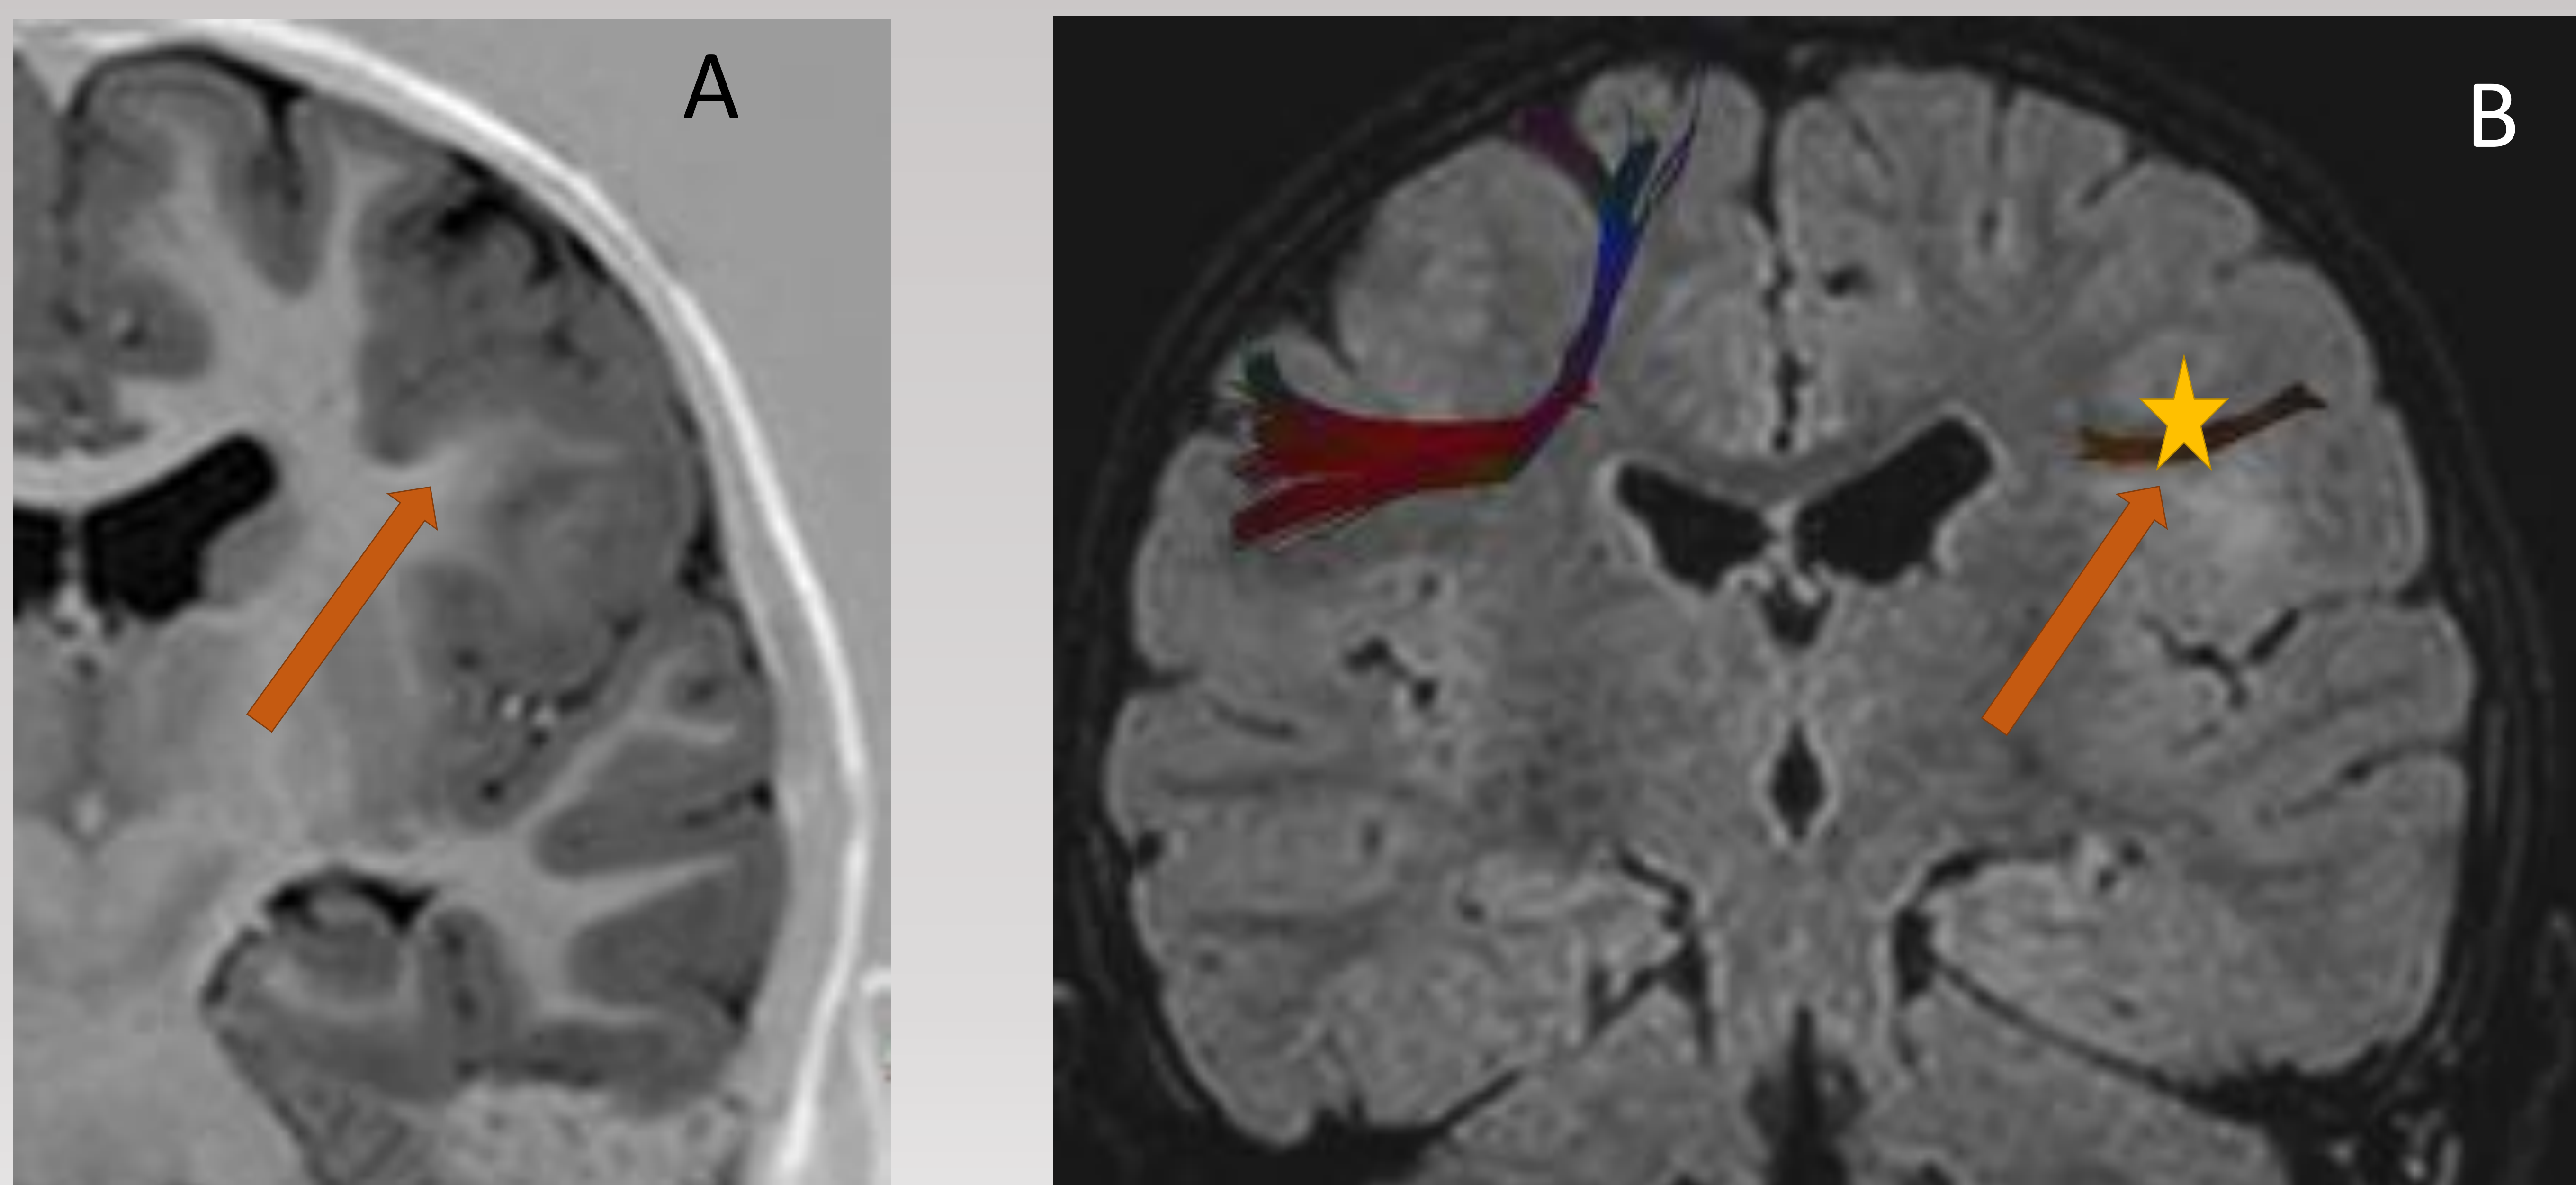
Paciente de 18 años con displasia cortical focal. Borramiento de la diferenciación entre la sustancia gris y blanca en la secuencia T1 IR (A) acompañada de un incremento de la señal subcortical en la secuencia FLAIR (B) que se localiza en la proximidad de las tracto de la sustancia blanca FAT (*frontal aslant tract*) (estrella).
